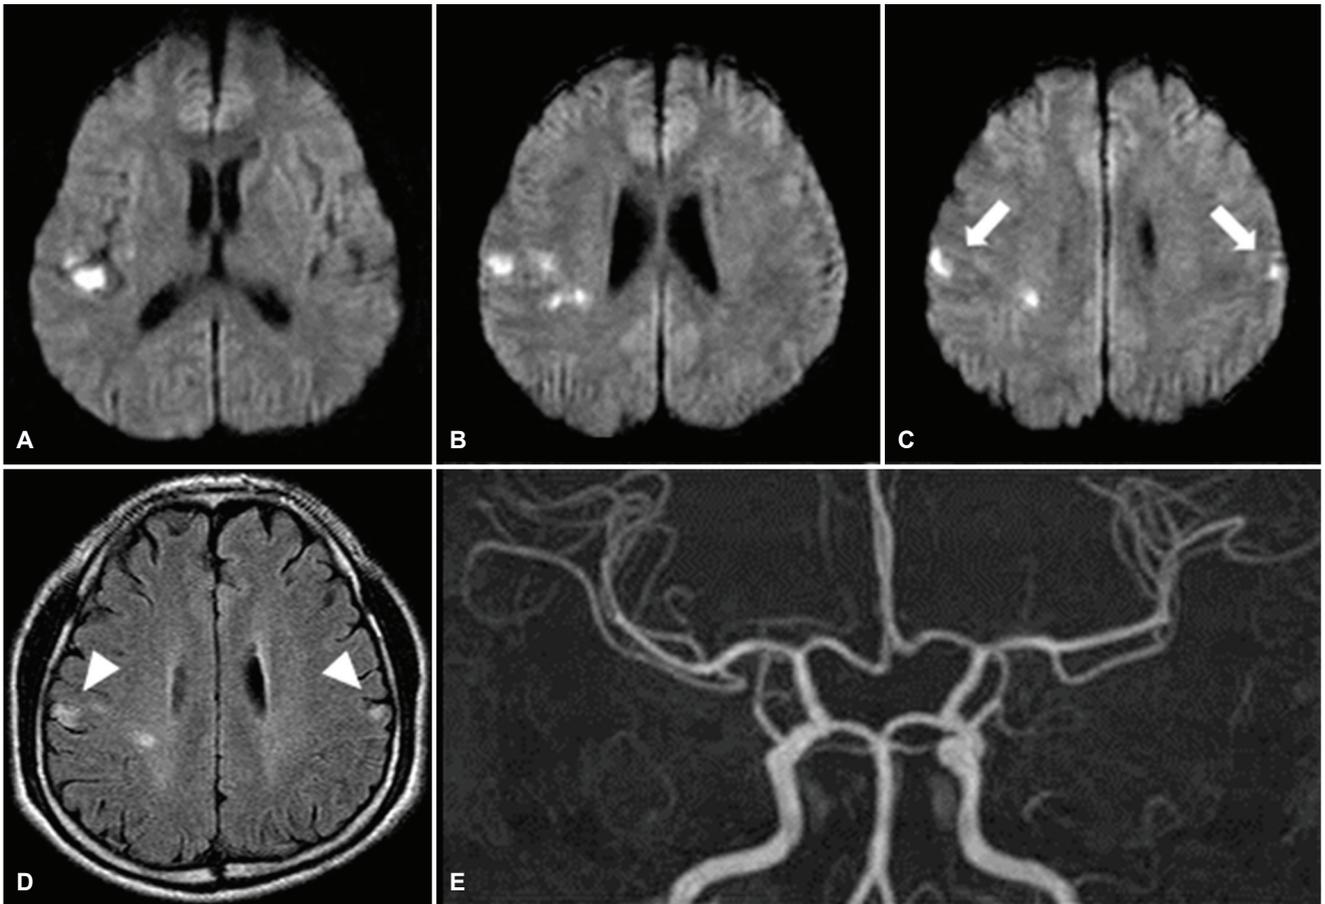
Brain magnetic resonance image (MRI) of bilateral middle cerebral artery infarction. (A-C) Diffusion-weighted and (D) fluid-attenuated inversion recovery images of brain MRI showed multiple high signal intensities in the middle cerebral artery territory including postcentral gyrus (arrows). (E) There was no stenosis or obstruction of cerebrovascular vessels in magnetic resonance angiography.
